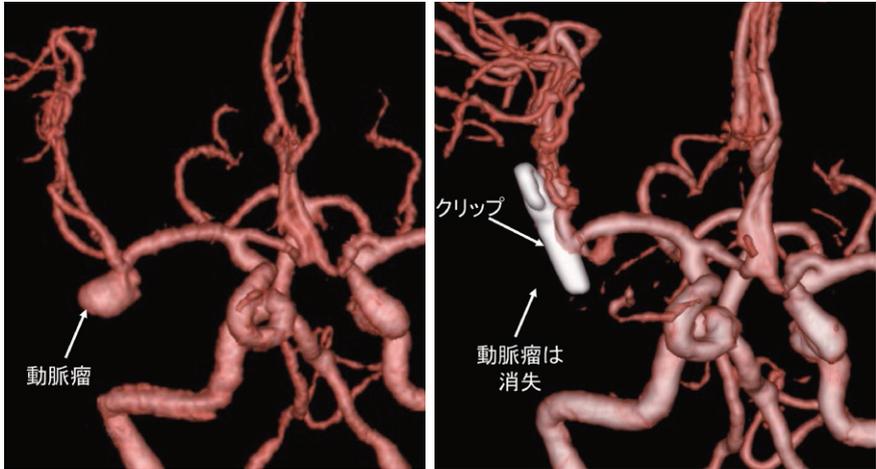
脳動脈瘤ネッククリッピング術前後の造影CT写真
